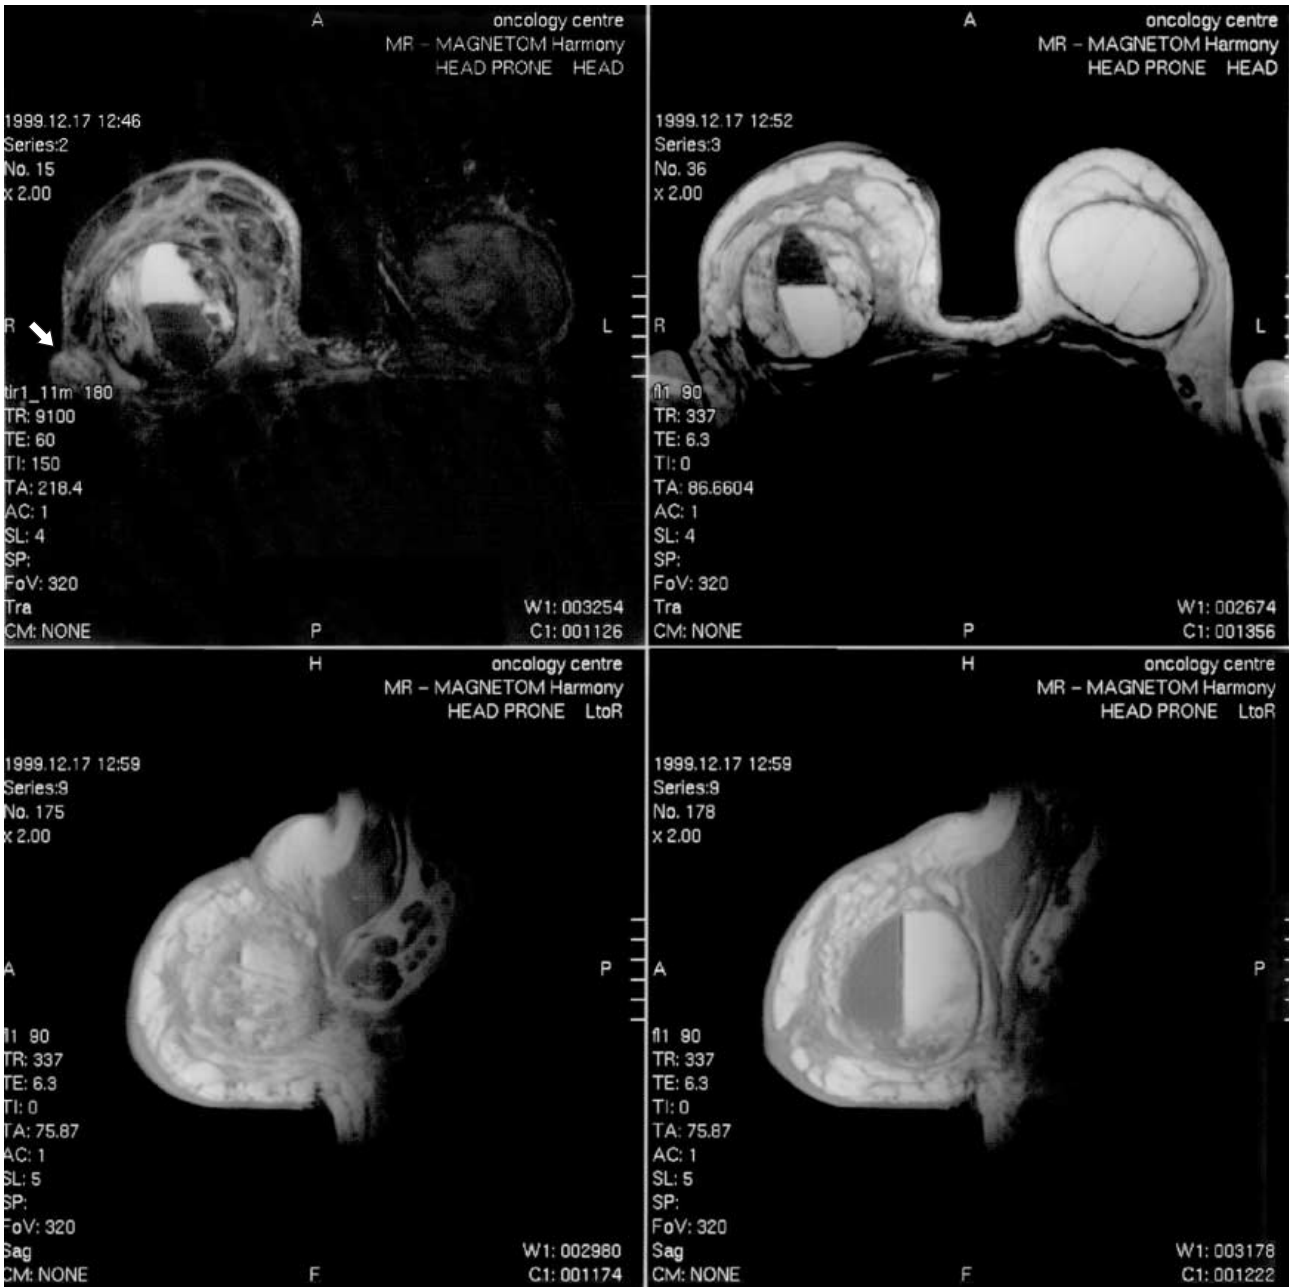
МР-томограммы молочных желез больной Т., 45 лет. Предварительный клинический диагноз после проведенного комплексного обследования (УЗИ, маммография) — опухоль правой железы у пациентки с эндопротезами. На МР-томограммах в центральном отделе правой железы заметно повреждение имплантата (в анамнезе травма) с выраженным воспалительным уплотнением окружающих мягких тканей и образованием горизонтального уровня жидкости в эндопротезе. В правой аксиллярной области видна группа (стрелка) увеличенных до 1,5 см лимфатических узлов (гипоинтенсивные в режиме T1 на фоне гиперинтенсивной жировой клетчатки).
